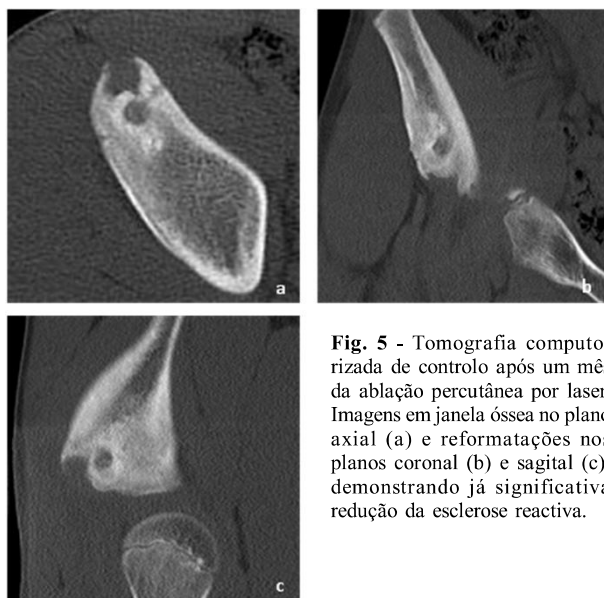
Tomografia computadorizada de controlo após um mês da ablação percutânea por laser. Imagens em janela óssea no plano axial (a) e reformatações nos planos coronal (b) e sagital (c), demonstrando já significativa redução da esclerose reactiva.
